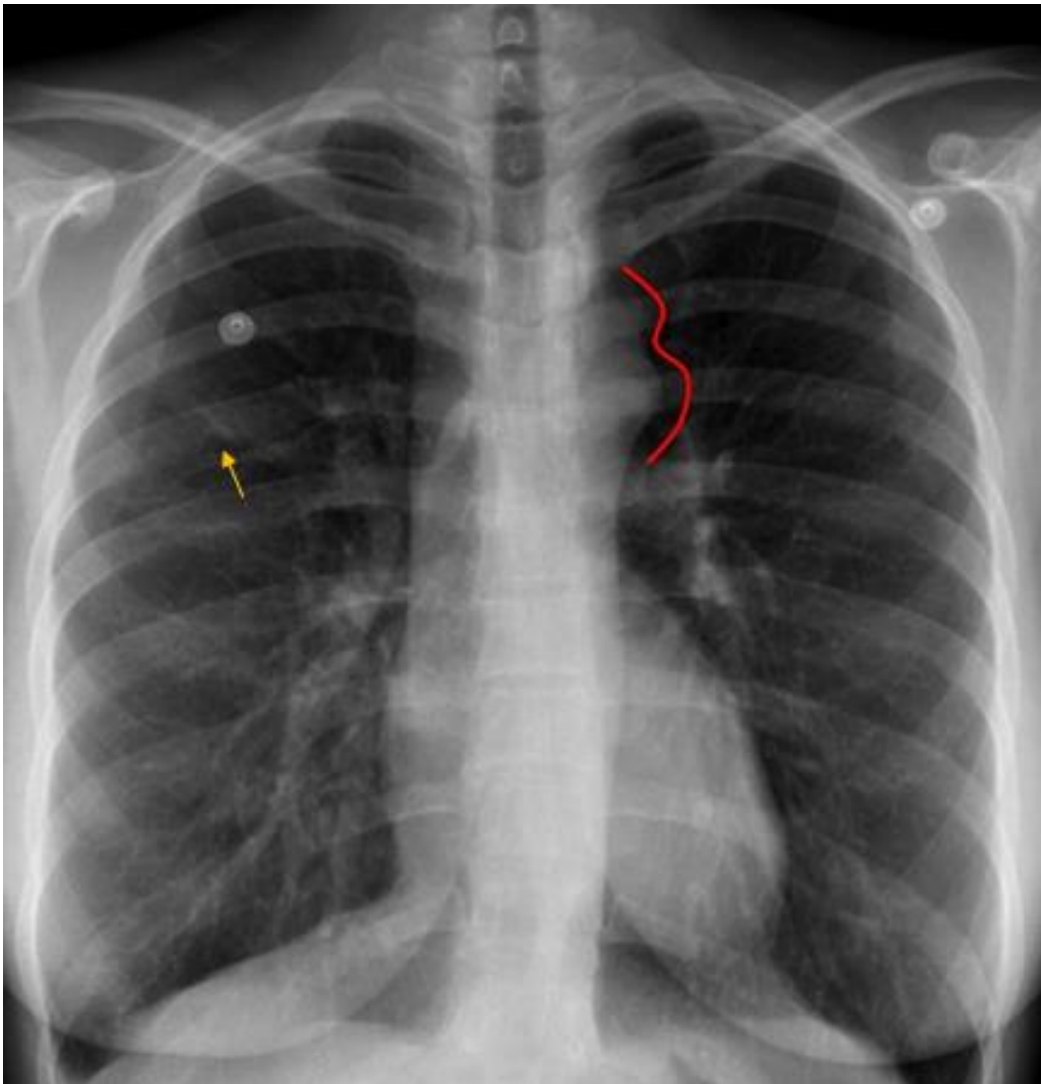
Radiographie thoracique illustrant l'image en 3 (rouge) et l'érosion costale (flèche jaune).⁵⁰
